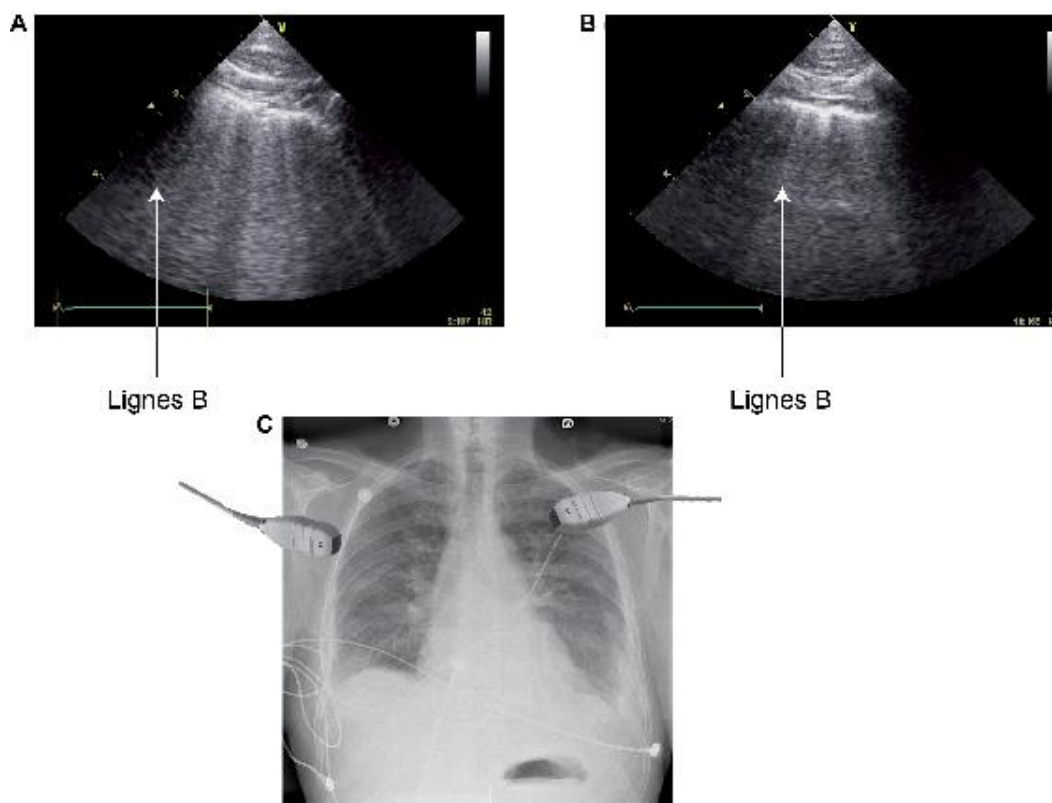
Lignes B bilatérales (A,B) (queues de comètes) dans les régions antérieures pulmonaires chez un patient de 83 ans avec insuffisance cardiaque. Image obtenue avec sonde transthoracique (C) Radiographie pulmonaire correspondante. *
